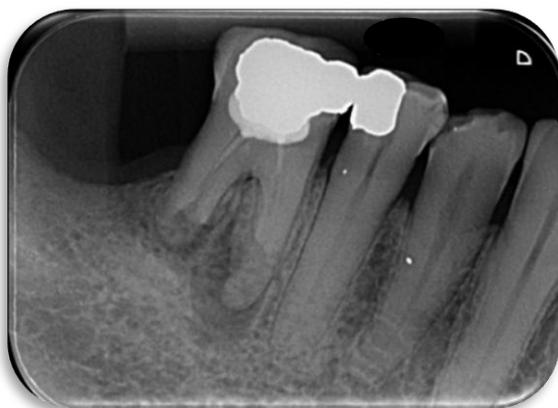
Radiografia Inicial. Fonte do autor.
